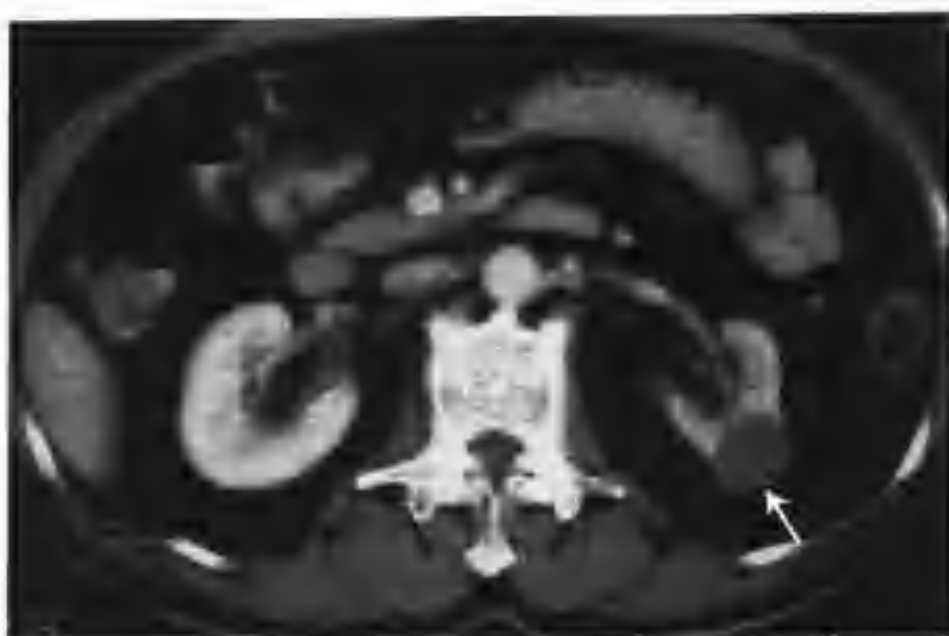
与图 4-3-10 为同一病例，增强扫描肿物无强化，CT 值 57HU，肿物边界光滑清楚，大小 2.5cm × 2.8cm（箭头）
